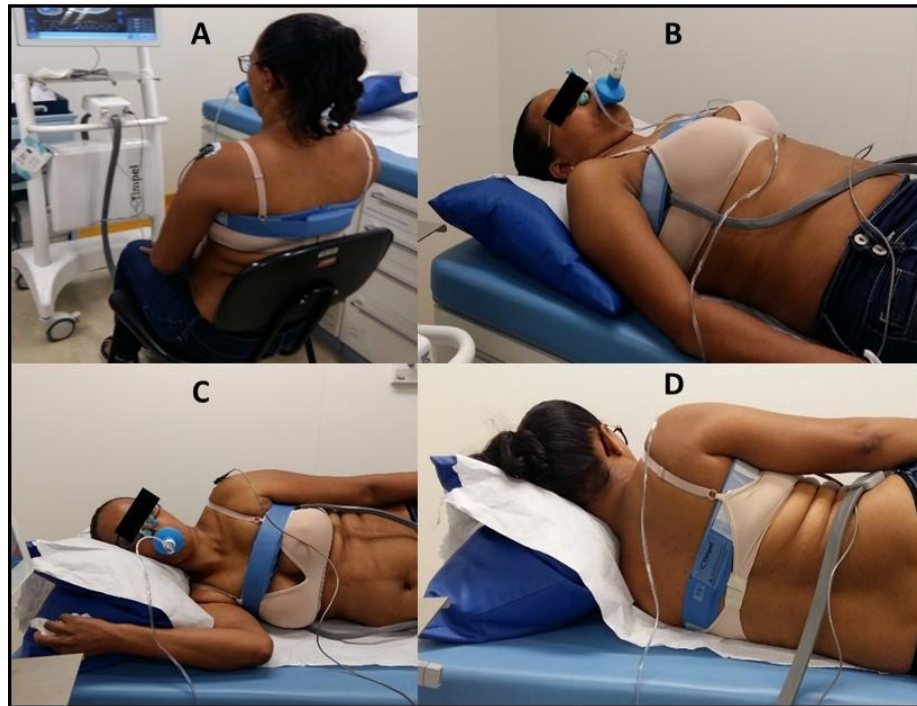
Monitorização com a tomografia de impedância elétrica (TIE) nas posições: sentada (A), decúbito dorsal (B), decúbitos laterais direito (C) e esquerdo (D).
